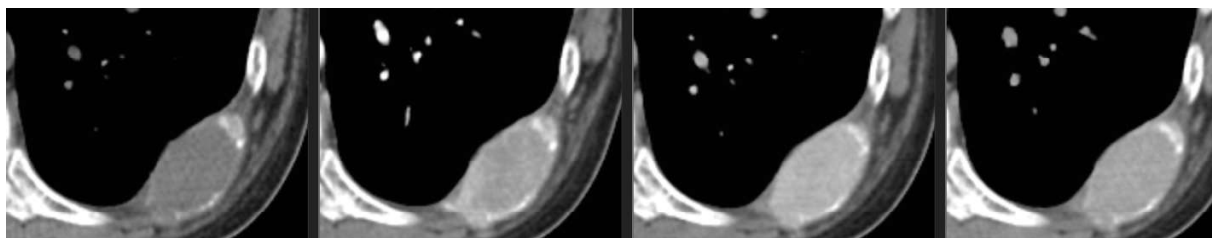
Компьютерная томография с внутривенным контрастированием. Слева направо: нативная, артериальная, венозная, отсроченная фазы. Образование в ребре накапливает контрастный препарат с 35 НУ в нативной фазе до 82 НУ в венозной, в отсроченной фазе контрастный препарат не вымывается.
